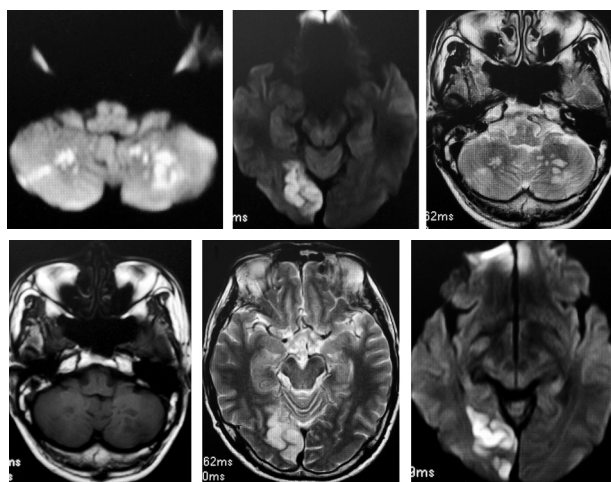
2014-10-23 头 MRI 示,双侧小脑、右侧丘脑、枕叶多处新发脑梗死
